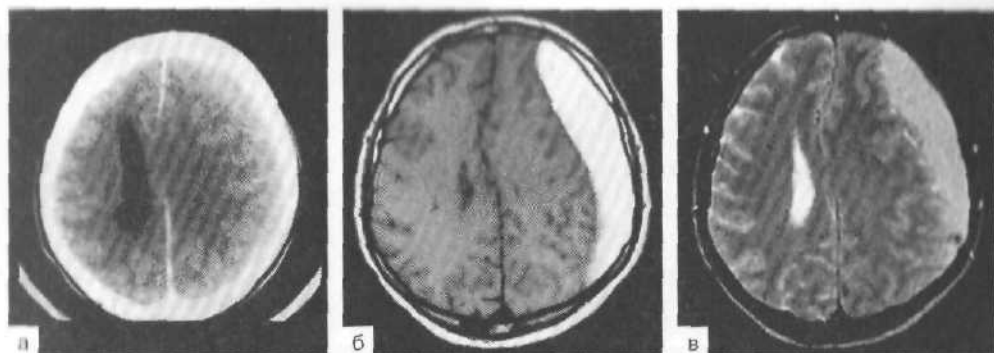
Компьютерные томограммы. Подострая субдуральная гематома справа.
